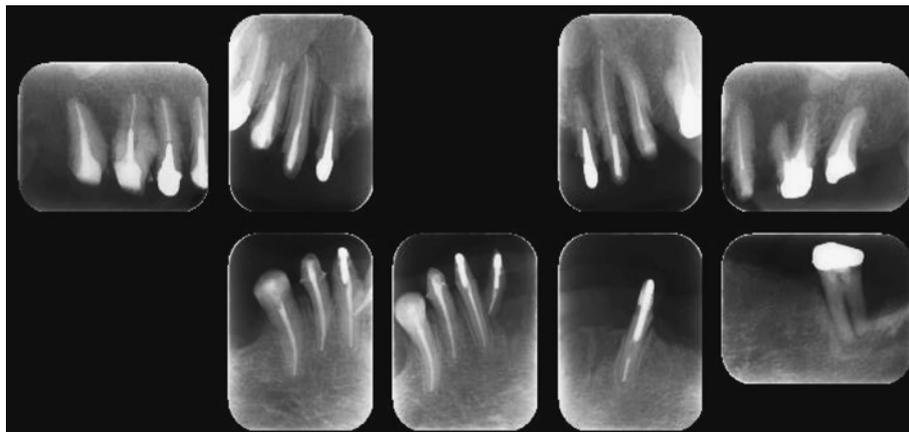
再評価時のX線写真 (2016.1.20.)
